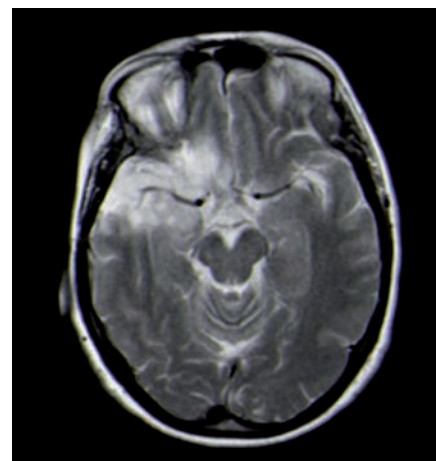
Imagen sagital de RM, potenciada en T1, de una lesión de bajo grado temporal que se extiende al lóbulo frontal a través de las fibras dorsolaterales del fascículo uncinado. Se aprecia cómo el tumor se extiende al polo temporal y la parte más lateral del córtex frontoorbitario.
